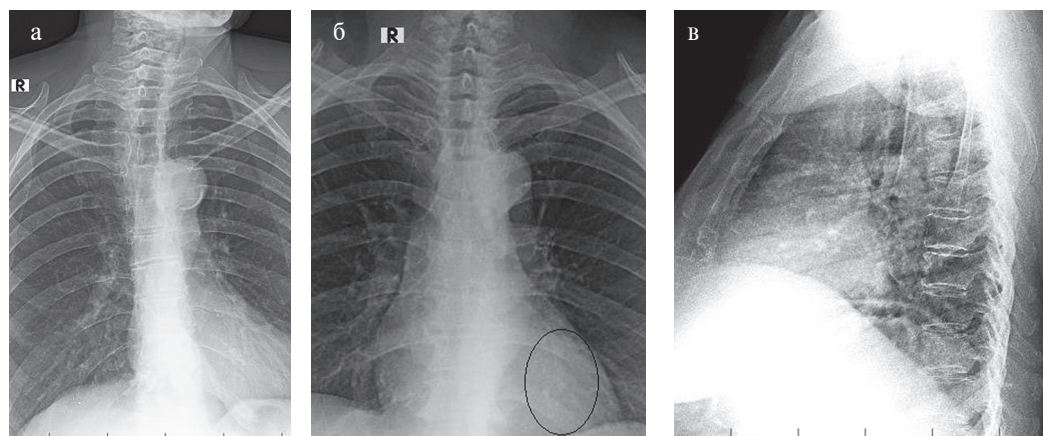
Рентгенограммы в прямых (а, б) и левой боковой (в) проекциях: а – кальцификация дуги аорты (указана стрелкой); б – кальцификации ветвей левой коронарной артерии; в – кальцификация правой коронарной артерии (указана стрелкой)
